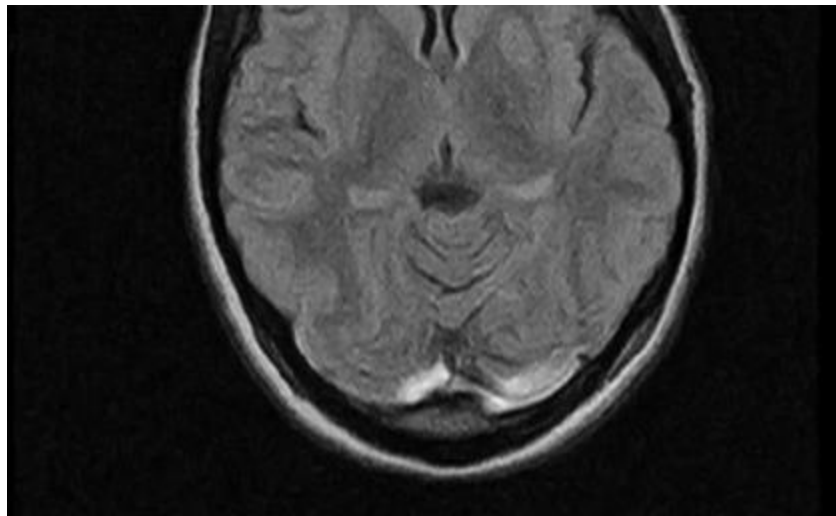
Resonancia magnética nuclear de cráneo vista FLAIR: Entretimiento del flujo sanguíneo a nivel de los senos venosos transversos, sagital y yugular derecho.
